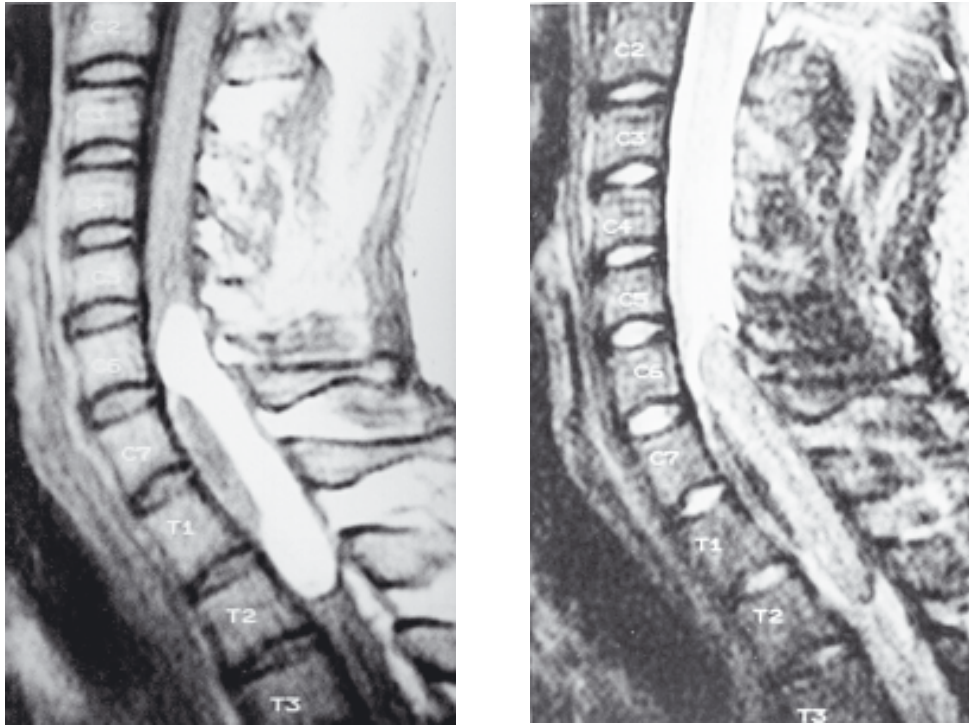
RM mostrando lesão intramedular de C6 a T2.
